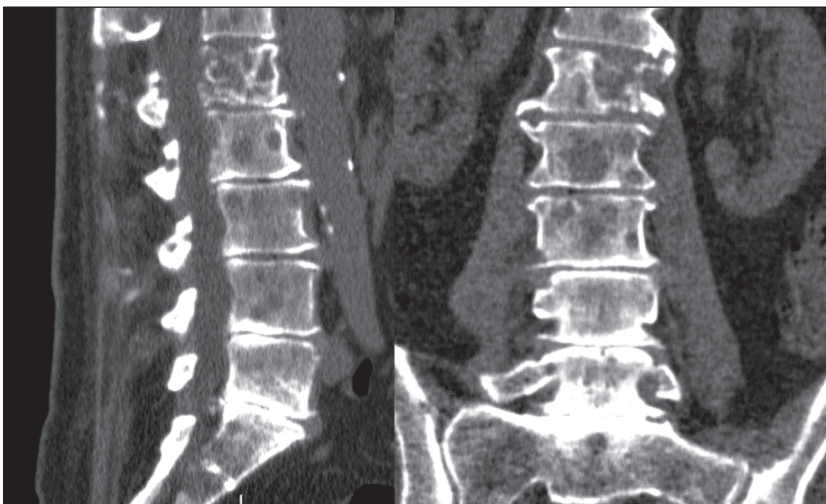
КТ поперекового відділу хребта хворої А.
